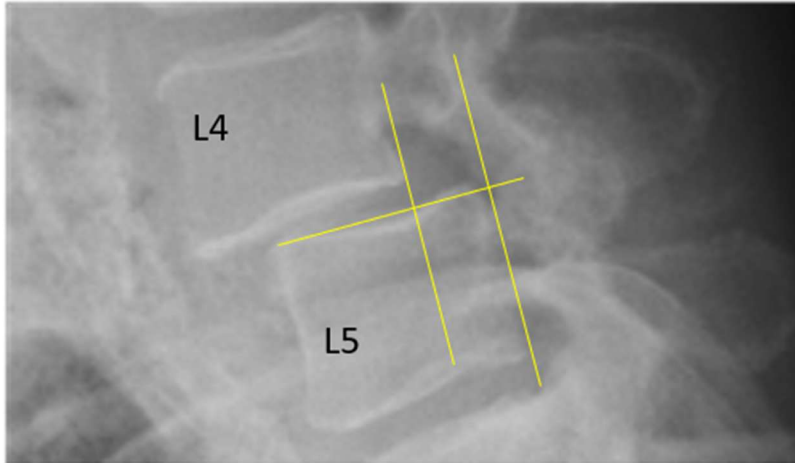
Darstellung der Messung der Translation von LWK4 bei Vorliegen einer Spondylolisthese L4/5 in einer konventionellen Röntgenaufnahme der LWS im Stehen.
